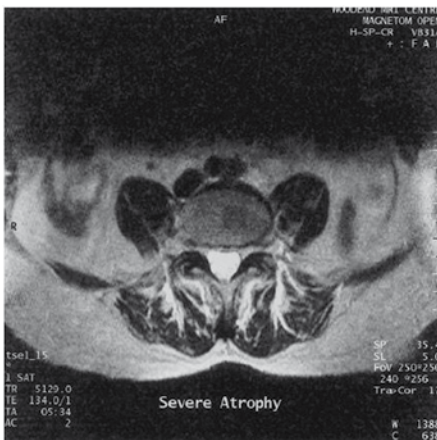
T2 gewichtete axiale MRT Bilder der paraspinalen Muskulatur der Lendenwirbelsäule Links: Normalbefund. Rechts: ausgeprägte Muskelatrophie und Fettinfiltration.
